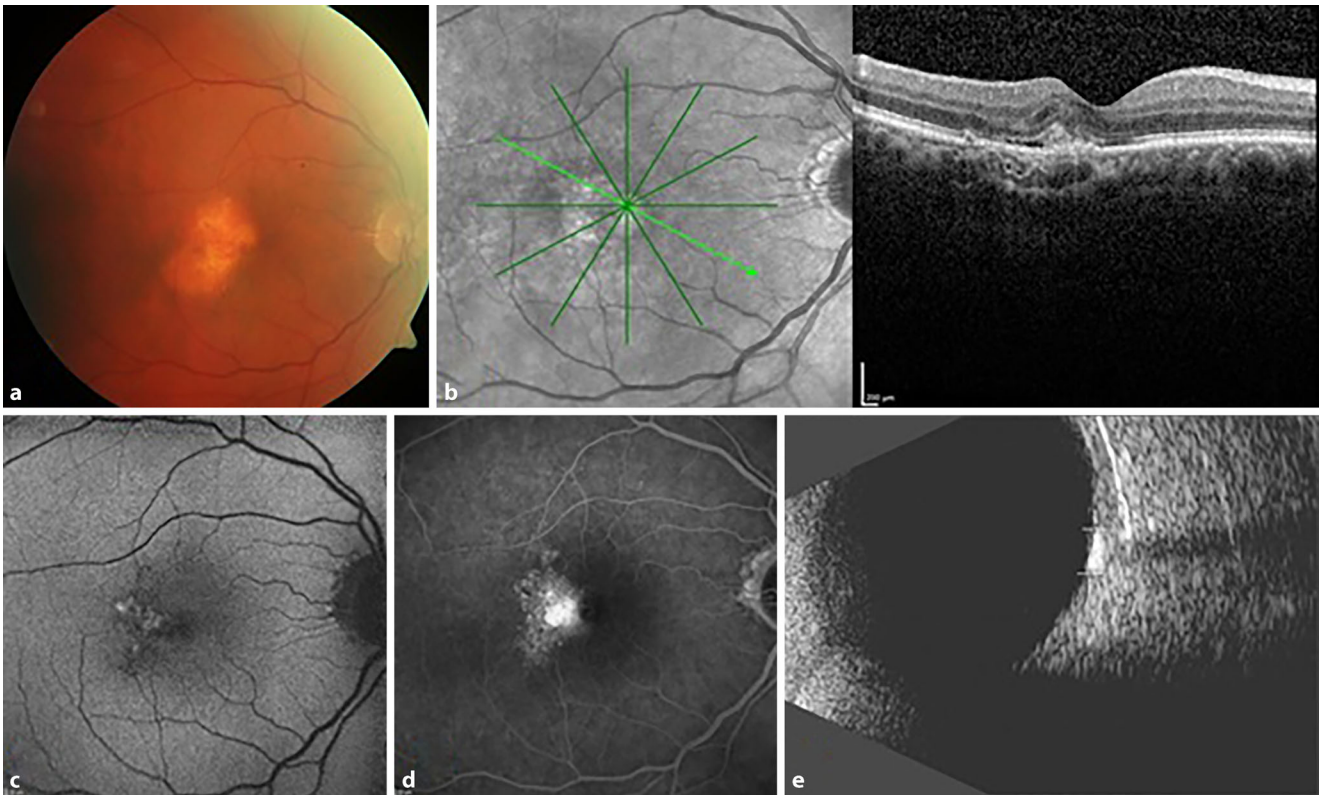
▲ Multimodale Bildgebung des rechten Auges eines 65-jährigen Patienten bei Erstvorstellung mit sekundärer MNV bei Osteom. a Fundusfoto mit gräulicher MNV-Membran mit Blutungsanteilen am Rand des Osteoms. b OCT-Scan mit subretinal wachsender Typ-2-MNV am Rand des Osteoms mit subretinaler Flüssigkeit und Netzhautverdickung. c FAF mit Isoautofluoreszenz im Osteombereich und fleckförmiger Hyperautofluoreszenz im MNV-Bereich. d FLA mit hyperfluoreszenter klassischer MNV bei Osteom mit Leckage in der Spätphase. e Sonographie mit echoreichem Osteom mit Schallauslöschung
